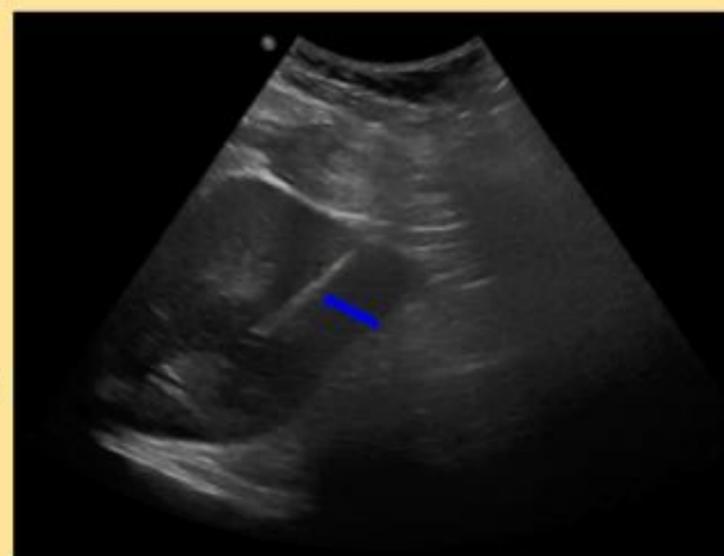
CEUS con una caracterización del AH casi superponible a las imágenes del TC (Imagen 40) y que se sirvió de marcaje para el tratamiento con drenaje percutáneo.
